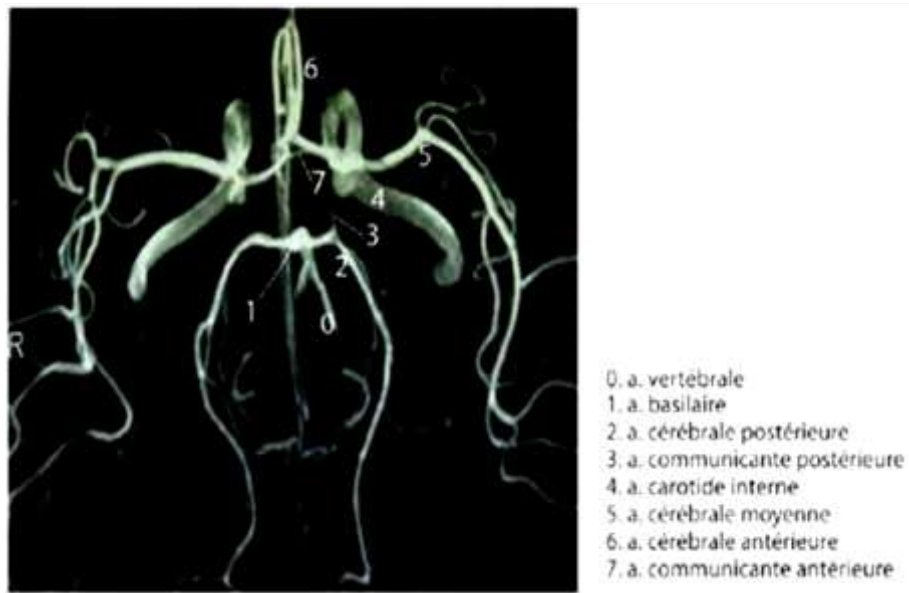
Angio IRM du polygone de Willis [72].
